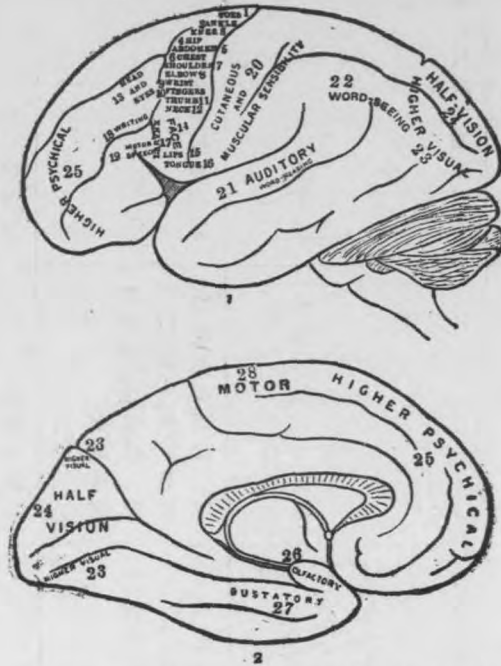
(1) OUTER (2) MESIAL ASPECTS OF LEFT HEMISPHERE SHOWING FUNCTIONAL AREAS
